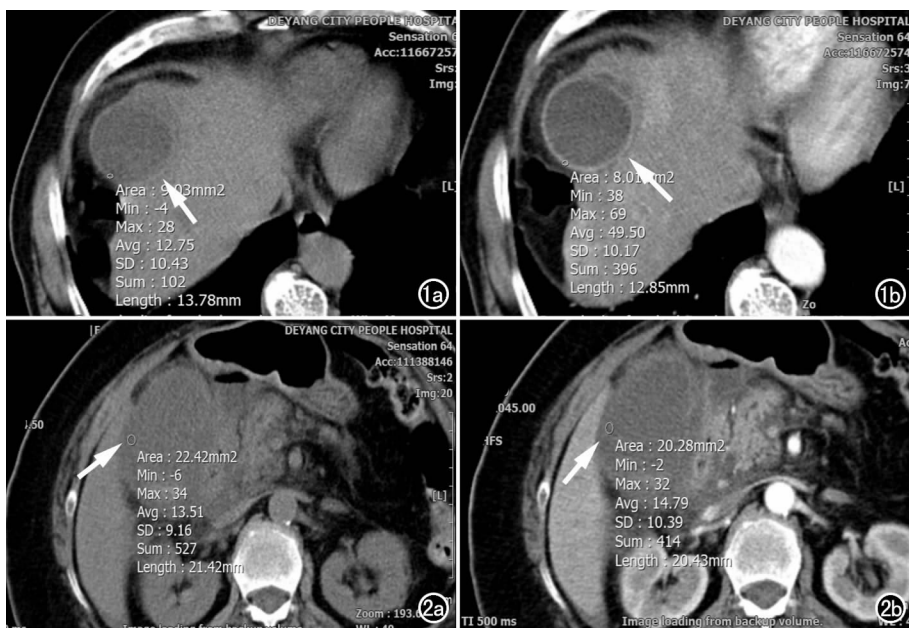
男, 45 岁, 单纯性胆囊炎。a) CT 平扫示胆囊中度增大(箭), 壁弥漫性水肿, 轻度增厚; b) 增强后胆囊壁强化值约 36.75HU(箭)。图 2 男, 51 岁, 坏疽性胆囊炎。a) CT 平扫示胆囊中度增大(箭), 壁广泛水肿, 局部胆囊壁模糊, 坏死形成脓肿; b) 增强后胆囊壁坏死区强化值约 1.29HU(箭)。
